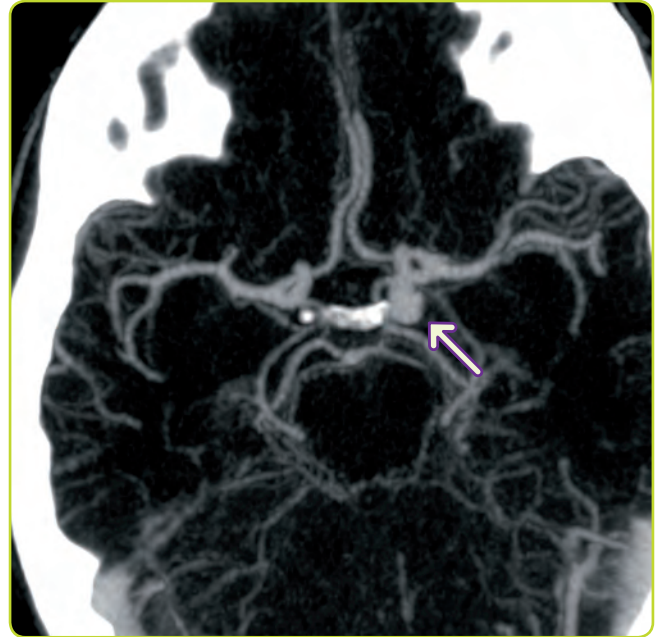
Aneurisma a nivel de la arteria carótida interna izquierda diagnosticado mediante angio-TC.
